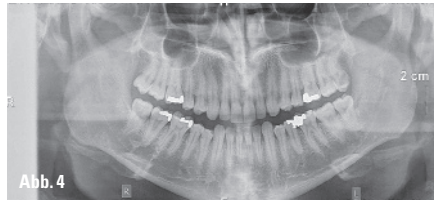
Distale Position des Unterkiefers nach Manipulation. – Abb. 3: Initiale Fernröntgenseitenaufnahme. – Abb. 4: Initiales OPG. – Abb. 5: Torqueauswahl und Bracketposition. – Abb. 6: Um die Zähne zu disartikulieren, wird hinter die unteren mittleren Schneidezähne Komposit platziert.
